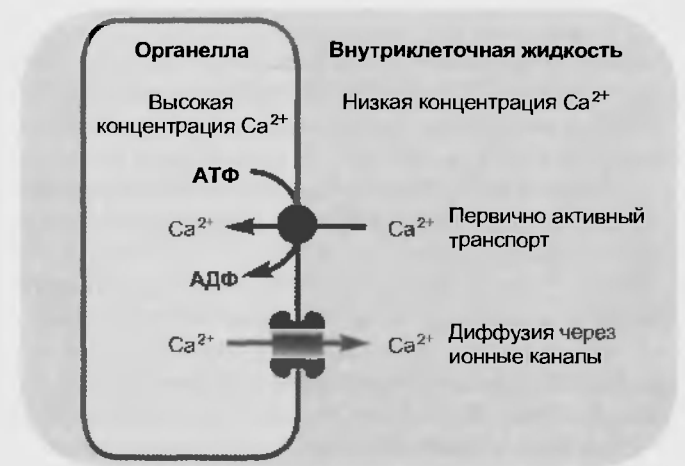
Локализованная в мембране саркоплазматического ретикулума клеток  $\text{Ca}^{2+}$ -АТФаза транспортирует  $\text{Ca}^{2+}$  из цитозоля в полость саркоплазматического ретикулума против градиента концентрации. По градиенту  $\text{Ca}^{2+}$  выходит благодаря диффузии через ионные каналы
